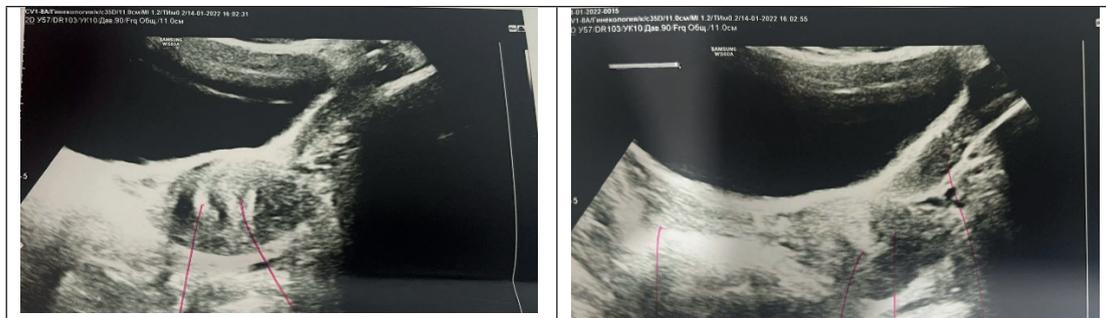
УЗИ-картина после операции при синдроме Herlyn–Werner–Wunderlich.
